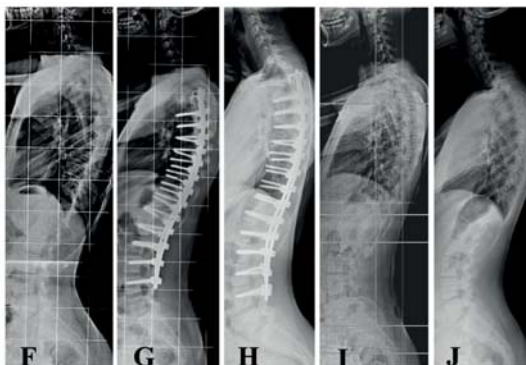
A 13-year-and-2-month-old girl with Lenke type 1BN AIS ($50^\circ/36^\circ$) with Risser 1 (A) and thoracic hypokyphosis of 13° (F), was surgically treated by a posterior approach involving T3-L4 instrumentation without fusion with slight hypercorrection of both curves (B). Three years and two months after the initial surgical intervention and just before the removal of instrumentation, the main and compensatory curves remained unchanged towards the opposite side of the initial curves (C). The radiograph after removal of the vertebral implants shows minimal residual scoliosis towards the opposite side of the curves that existed before surgical treatment (D). These minimal scoliotic curves remained unchanged on the last radiograph, taken two years after the removal of the instrumentation (E). Concerning the sagittal plane, the postoperative radiograph after surgical correction demonstrated an increase in previous hypokyphosis (G), which remained unchanged in the radiograph prior to removal of the instrumentation (H), after its removal (I), and in the last X-ray check-up two years after instrument removal (J).
